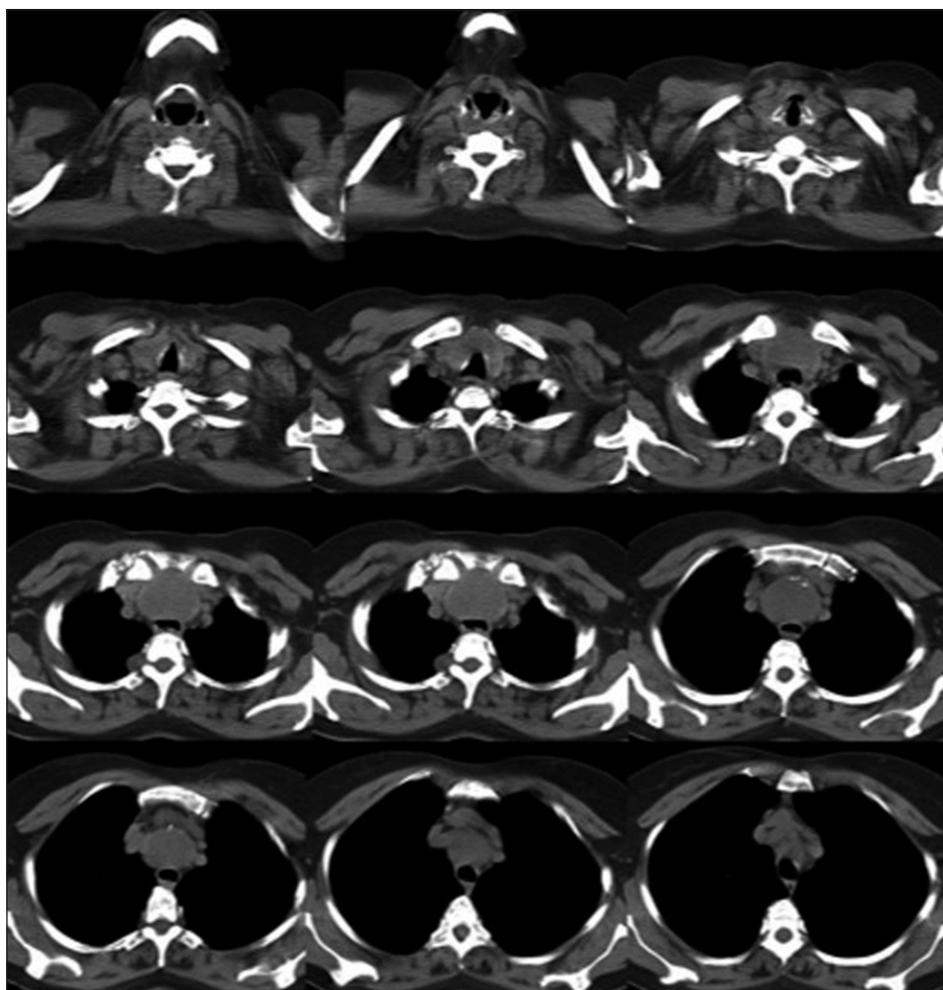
Tomografía computada de tórax de paciente con BIT. Se observa en múltiples cortes bocio que comprime y desplaza estructuras mediastínicas.
